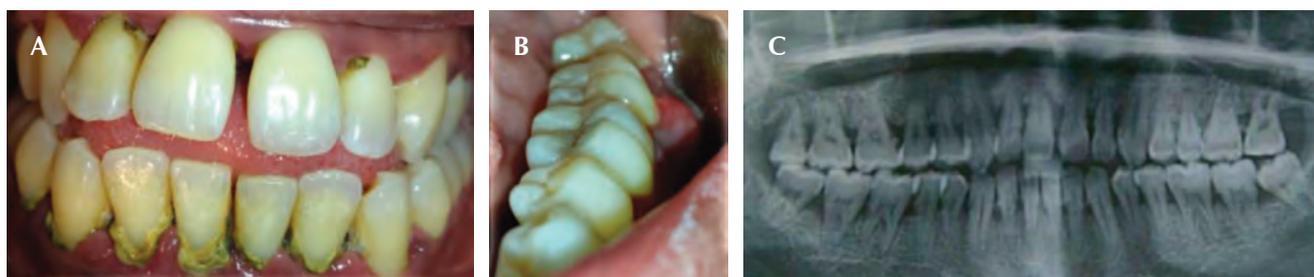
A) Ingreso a la clínica. Se observa cálculo supragingival. B) Presencia de absceso periodontal en zona de OD 37. C) Ortopantomografía en la que se observa pérdida ósea generalizada.
